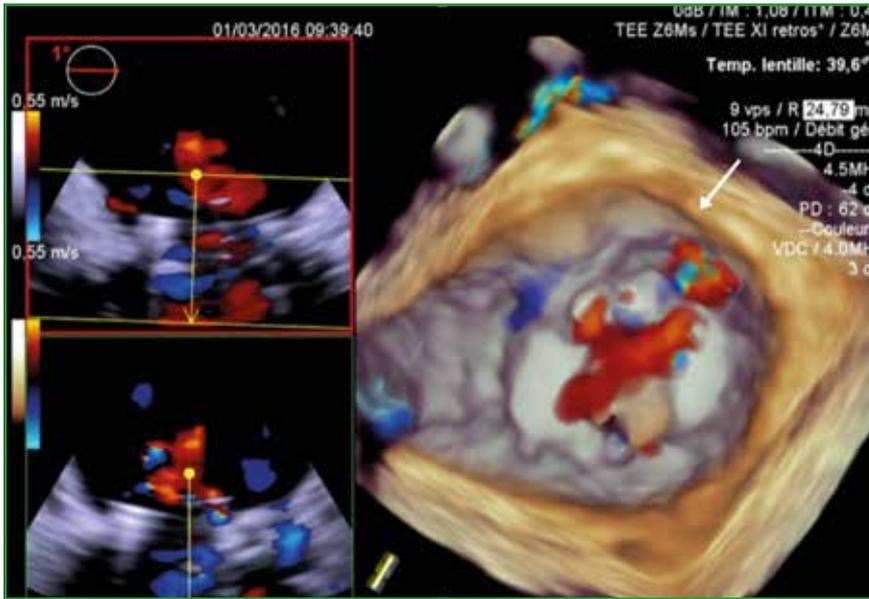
Localisation d'une fuite paraprothétique mitrale en Doppler couleur en mode 3D en temps réel (flèche). L'utilisation du mode couleur en 3D permet d'affiner l'analyse qui peut parfois être difficile en raison des artefacts potentiels liés aux réglages des gains (*drop-out artefacts*). L'analyse est réalisée en temps réel. La fuite est située dans le quadrant médian ou septal entre 2 et 3 h.
